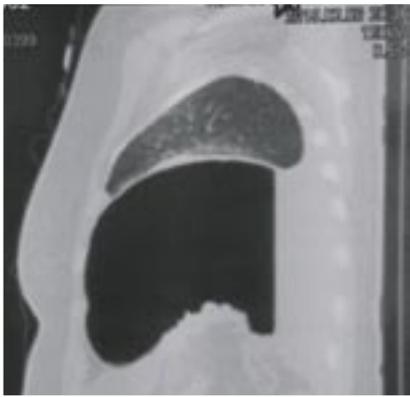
Компьютерные томограммы органов грудной клетки до операции
